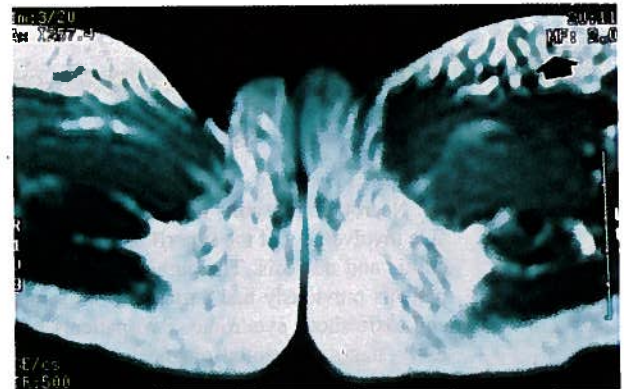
Ressonância Magnética Nuclear: O atingimento em profundidade com envolvimento das fascias permite o diagnóstico diferencial com celulite
